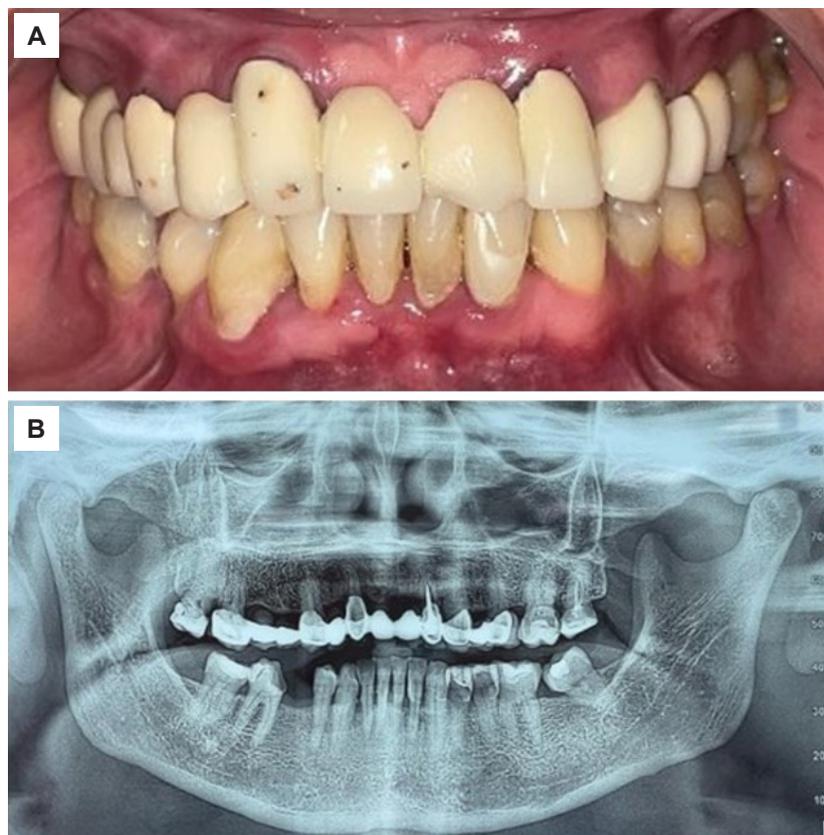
Patients condition before treatment. A) Frontal intraoral photograph showing deteriorated dental prostheses and gingival erythema at the margins. B) Initial panoramic radiograph.
